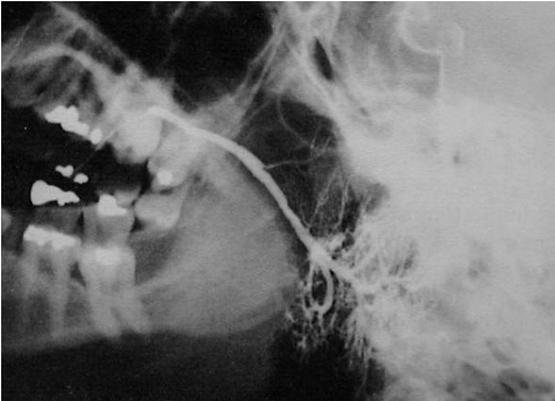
Radiografía lateral contrastada de la glándula parótida (sialografía de parótida).
